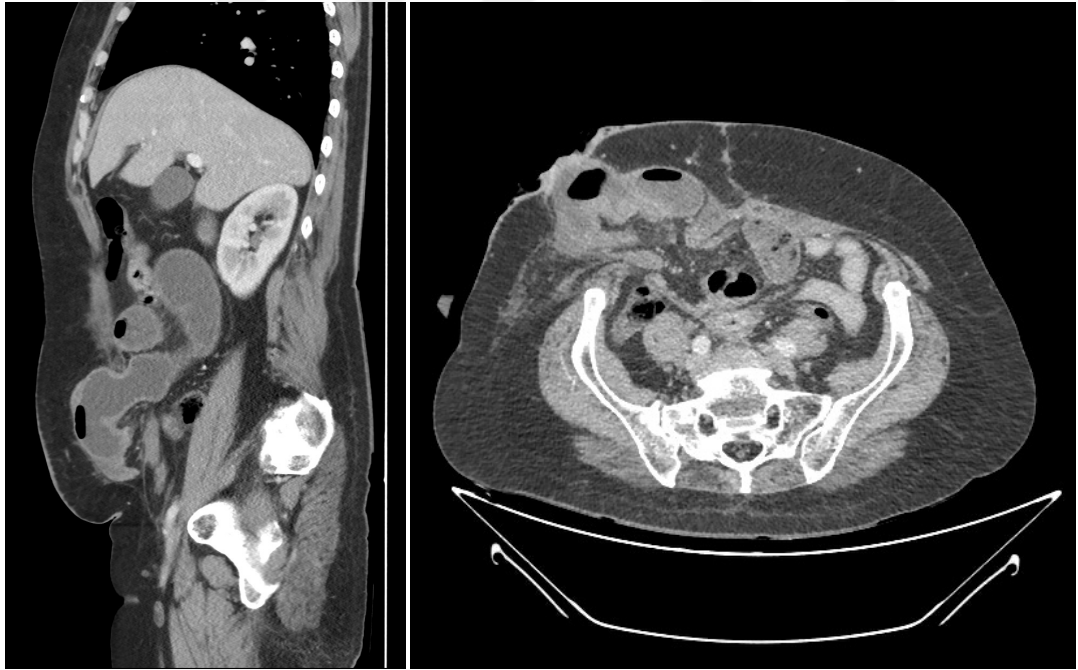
İleostomi kapatılması sonrası postoperatif 10.günde çekilen BT görüntülemesinde batın içi serbest sıvı (okla gösterilen alan).
